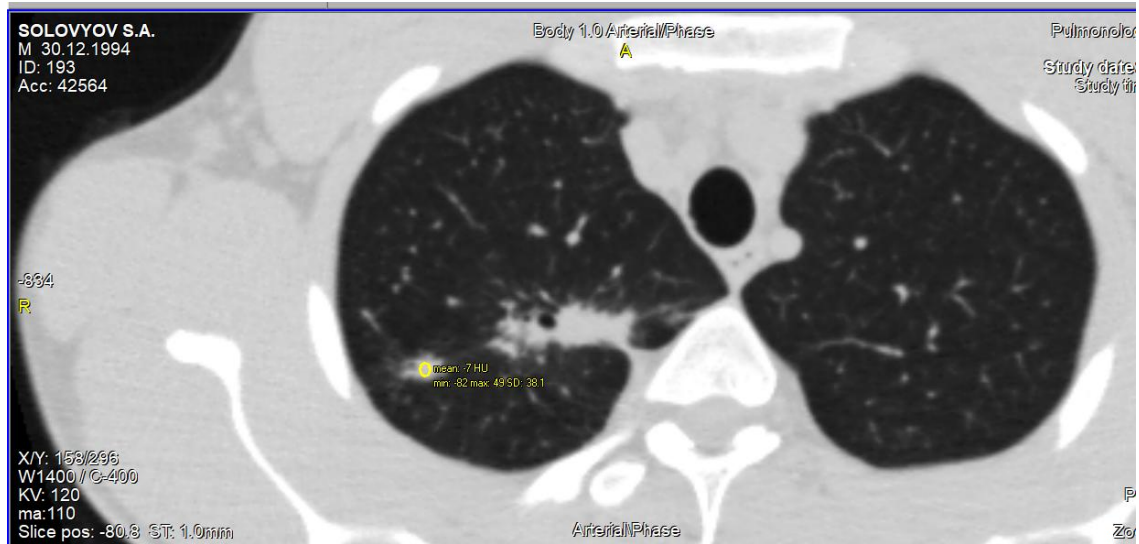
Аксіальний зріз комп'ютерної томографії хворого С з денситометричними показниками вогнища.
